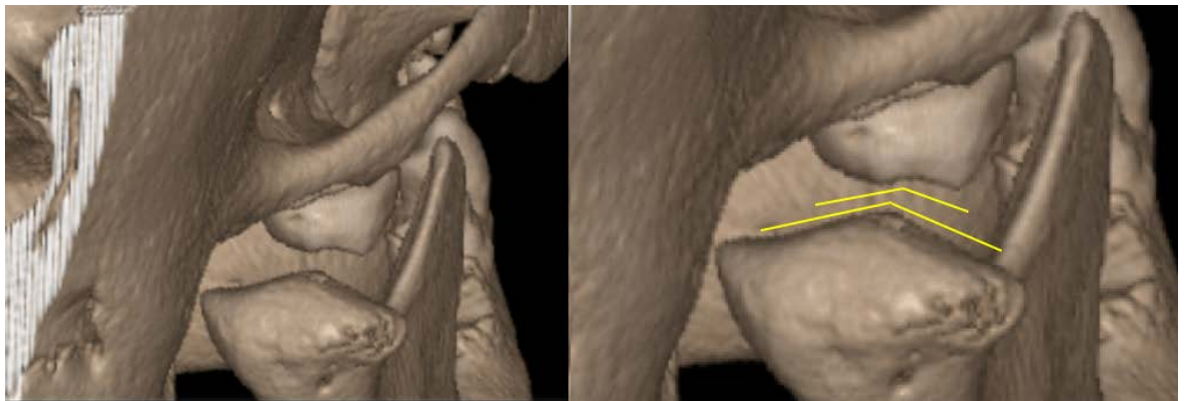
Condili mandibolari, visione postero-laterale: le linee gialle evidenziano la corrispondenza tra i piani inclinati dei versanti occlusali molari, che regolano l'entrata e l'uscita del ciclo masticatorio, e le faccette condilari modellate da una fisiologica masticazione monolaterale alternata. TC *cone beam* di reperto del Museo di Antropologia dell'Università di Firenze.
